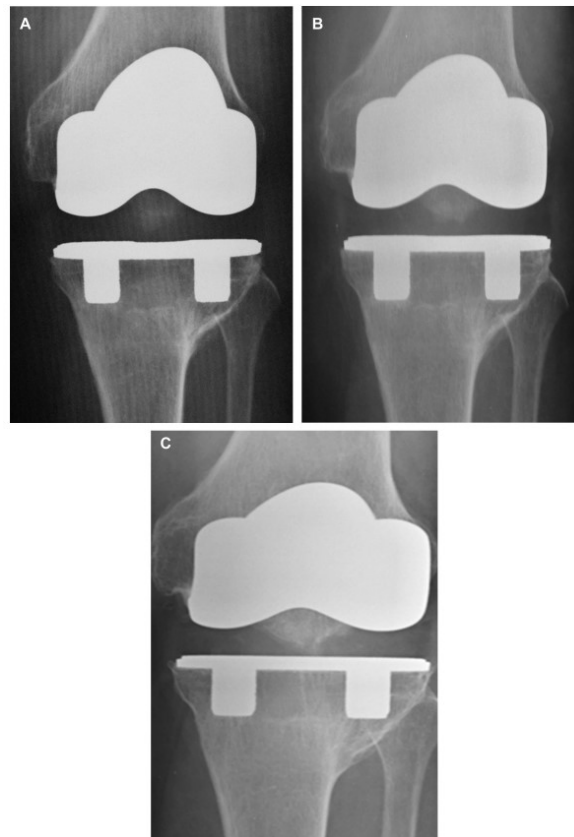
Radiografie post-operatorie del ginocchio: A) follow up dopo un anno, B) follow up dopo 5 anni e C) follow up dopo 10 anni.
